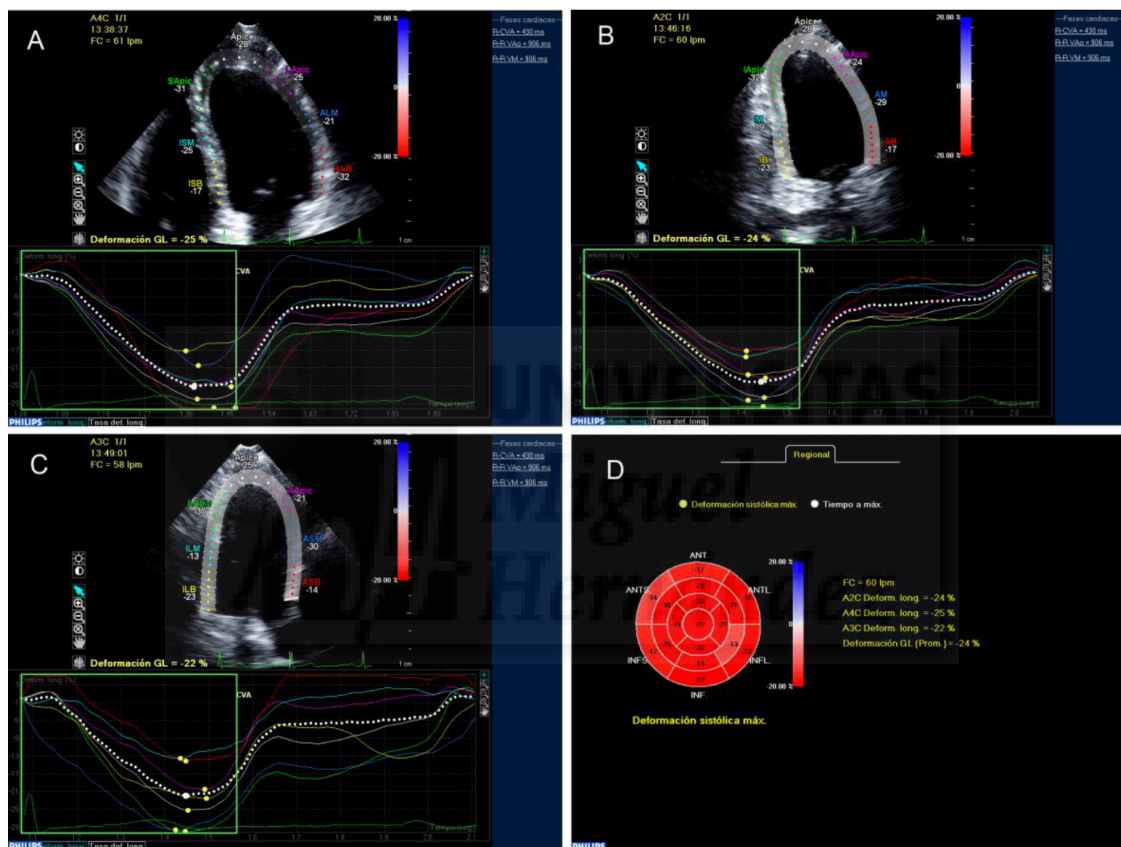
Análisis del strain longitudinal en plano apical 4, 2 y 3 cámaras (A, B y C) y figura del ojo de buey con la representación en todos los segmentos y el strain global longitudinal (D) en uno de los pacientes incluidos en este estudio.
